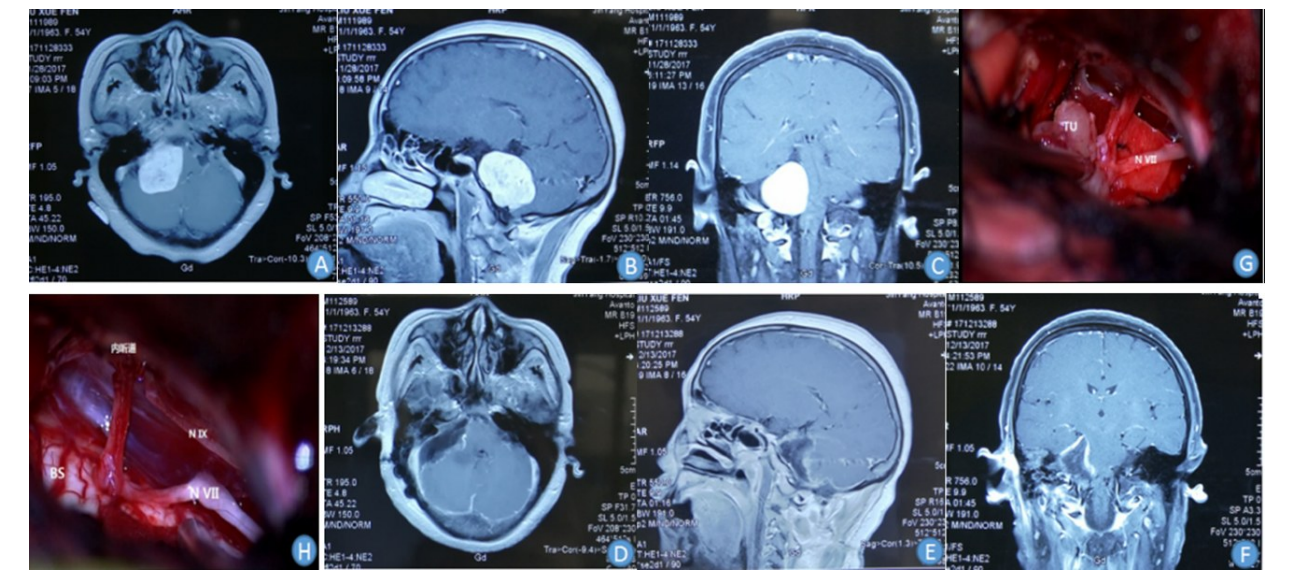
右侧听神经瘤手术前后头颅 MRI 及术中表现
